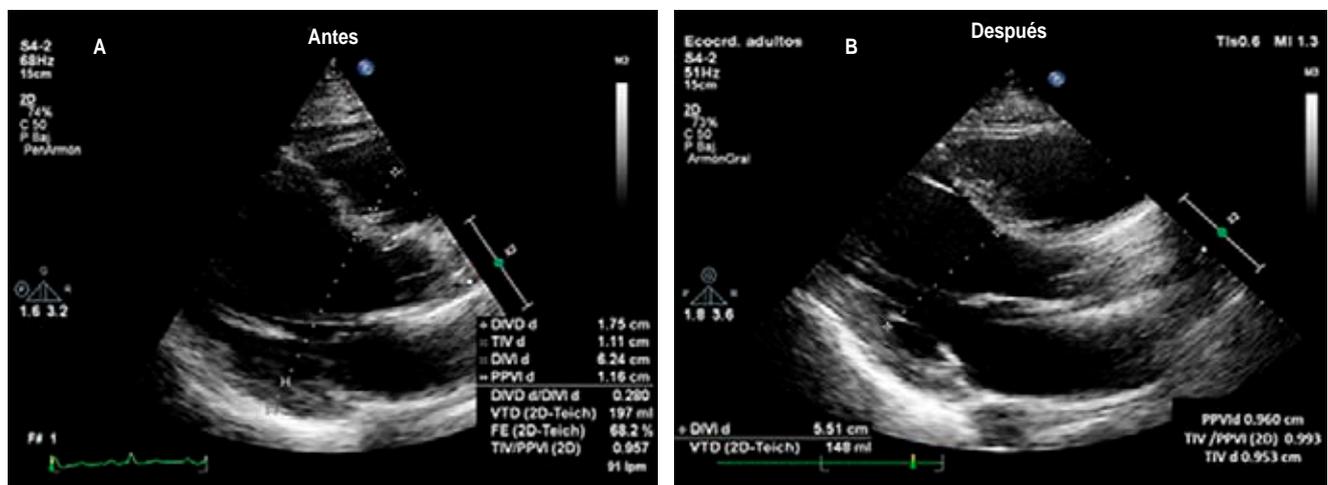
Ecocardiograma transtorácico; proyección eje largo con cuantificación lineal comparativa ventricular donde se determina discrepancia de 0.73 cm en DdVI sugestiva de dilatación ventricular izquierda significativa.
